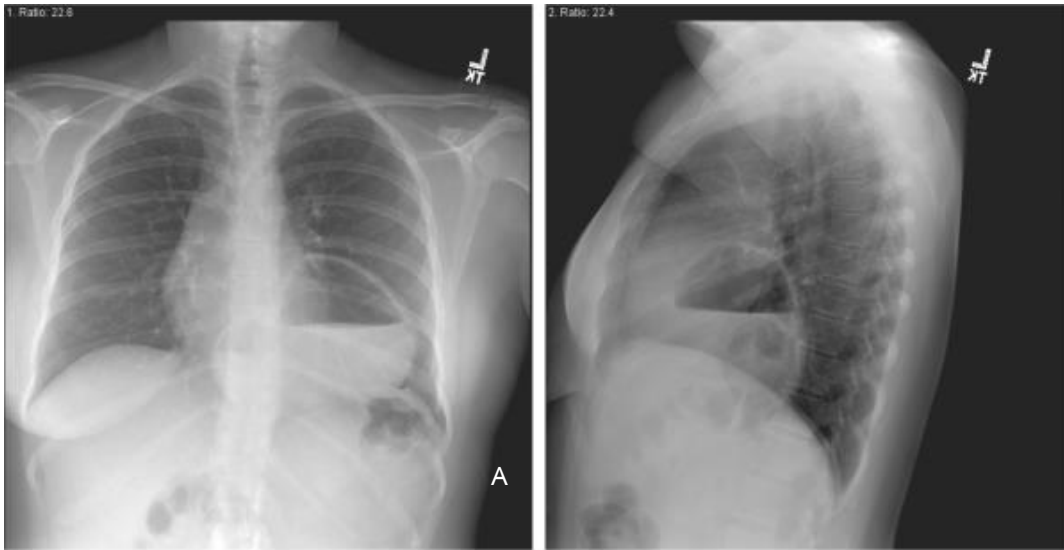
Posteroanterior chest(A) and lateral (B) chest radiographs in a patient with a paraesophageal hernia.
